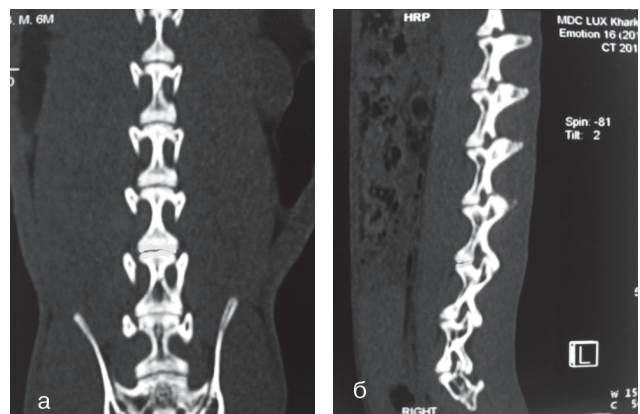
КТ поперекового відділу хребта кроля з дегенеративними змінами у міжхребетному диску LV-LVI: а) пряма проекція; б) бічна проекція
